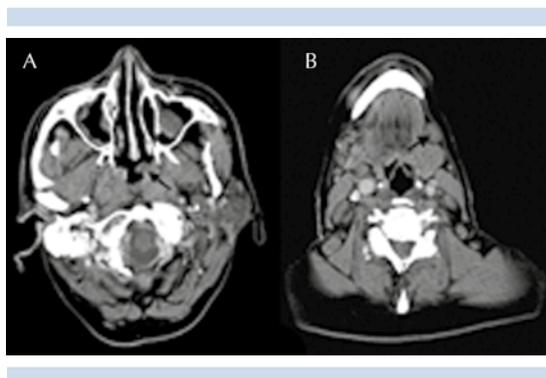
Tomografía computada que muestra aumento del tejido de las partes blandas en la nasofaringe (A) y múltiples adenopatías cervicales (B); la mayor de ellas se encuentra en la área submandibular izquierda (flecha).
